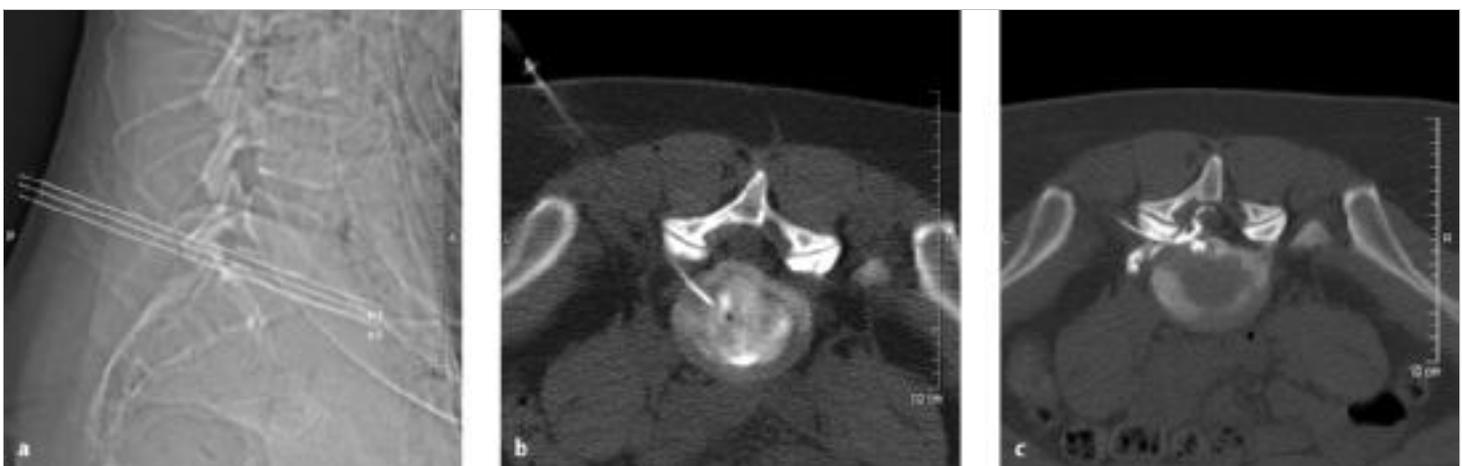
CT-gestützte intradiskale Injektion. Diskografie mit Darstellung eines Sequesters.
